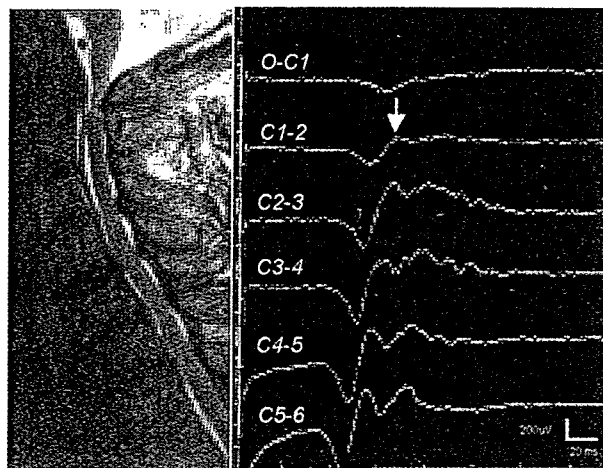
症例 2 : 術前 MRI 矢状断像 (左) と 術中脊髓誘発電位検査 (右)
